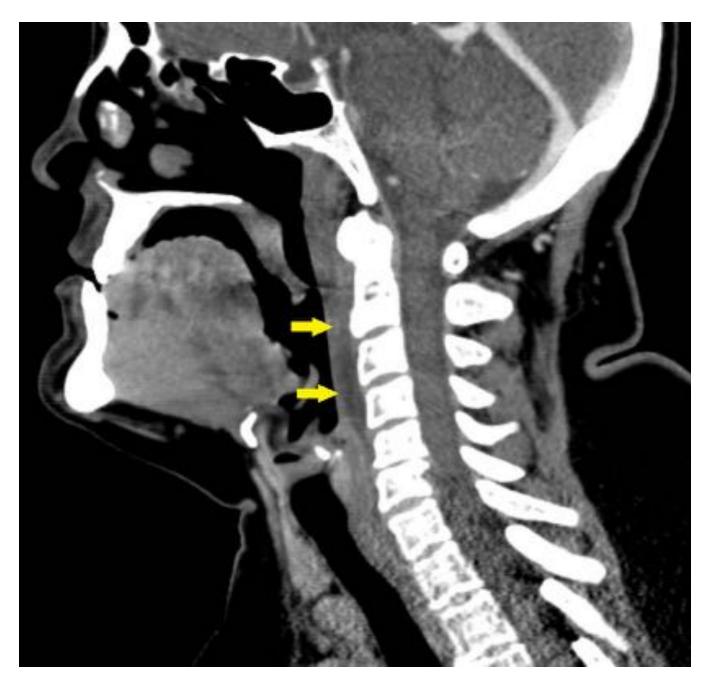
Imagen sagital MPR (ventana de partes blandas) en TC con contraste endovenoso mostrando un aumento hipodenso del espacio retrofaríngeo que traduce edema y/o inflamación. Ausencia de realce y adenopatías valorables.
